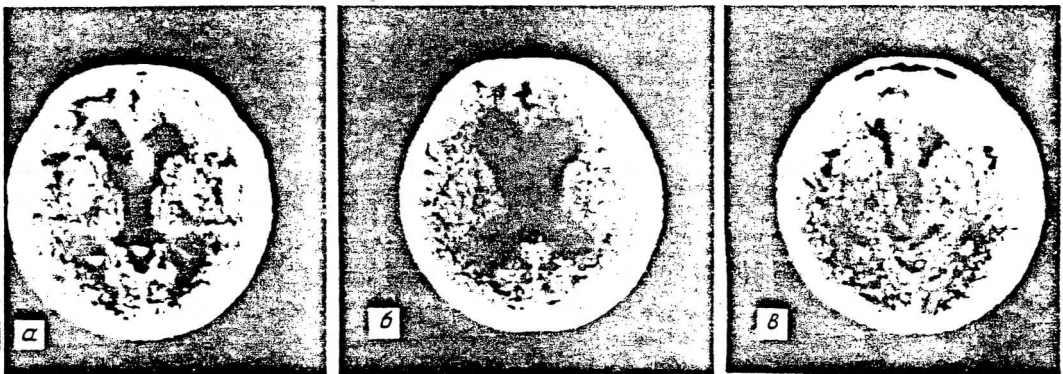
チェルノブイリ原子炉事故除染作業員 (26 才) の頭部レントゲン CT 所見 (文献 3 より)。脳室の拡大 (中央黒い部分) と脳実質の萎縮 (周囲の斑点状の領域) が認められる。
